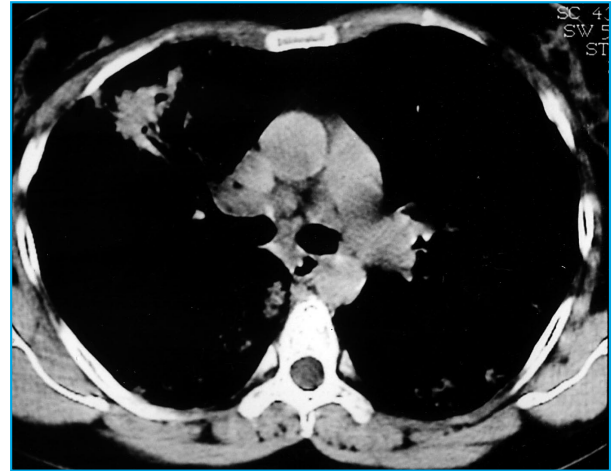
Tomografia computadorizada do tórax com janela para mediastino evidenciando adenopatia pericardial
